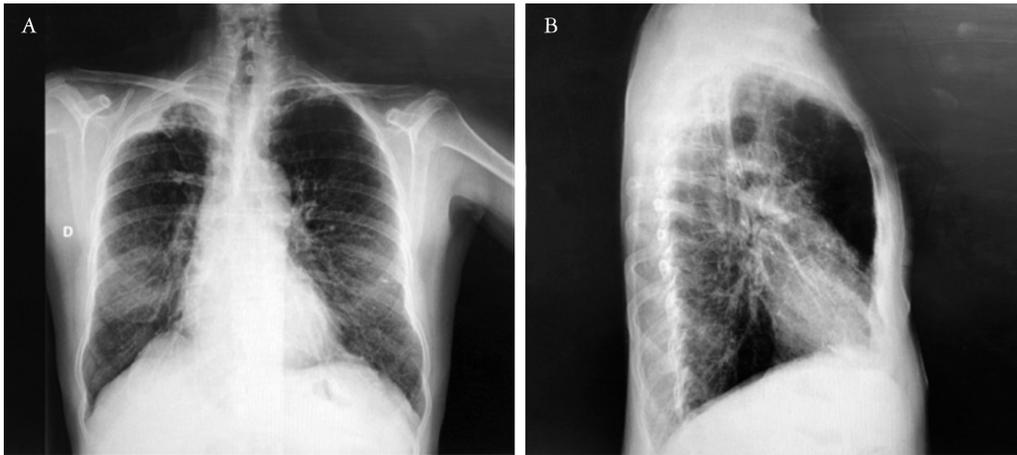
Radiografía del tórax al ingreso. A) Atelectasia de LSD. B) Signos de hiperinsuflación.
